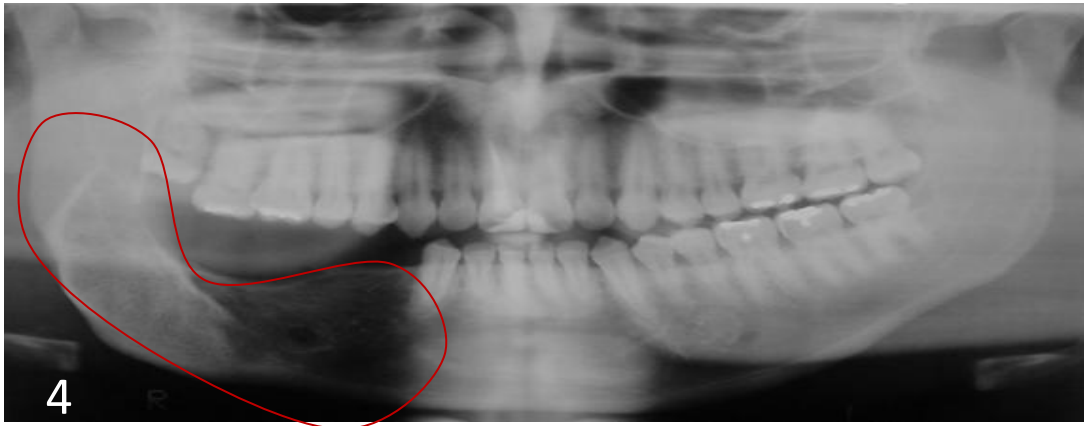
Radiografia panorâmica mostrando remodelação óssea mandibular completa após 8 anos, sem sinais de recidiva e ausência dos dentes 44, 45, 46 e 47.
